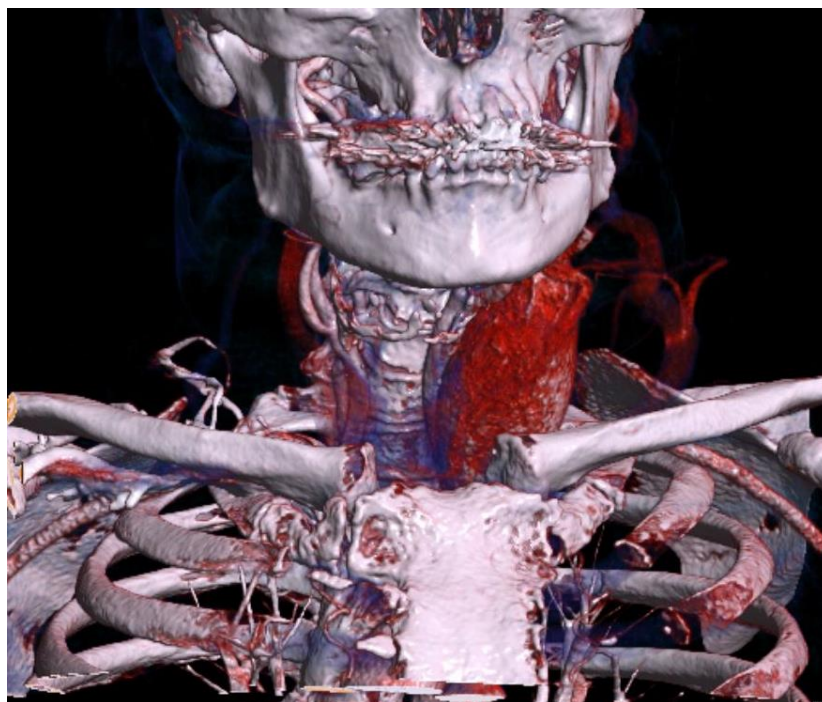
Мультиспиральная компьютерная томография с контрастным усилением, трехмерная реконструкция при параганглиоме шеи слева.
